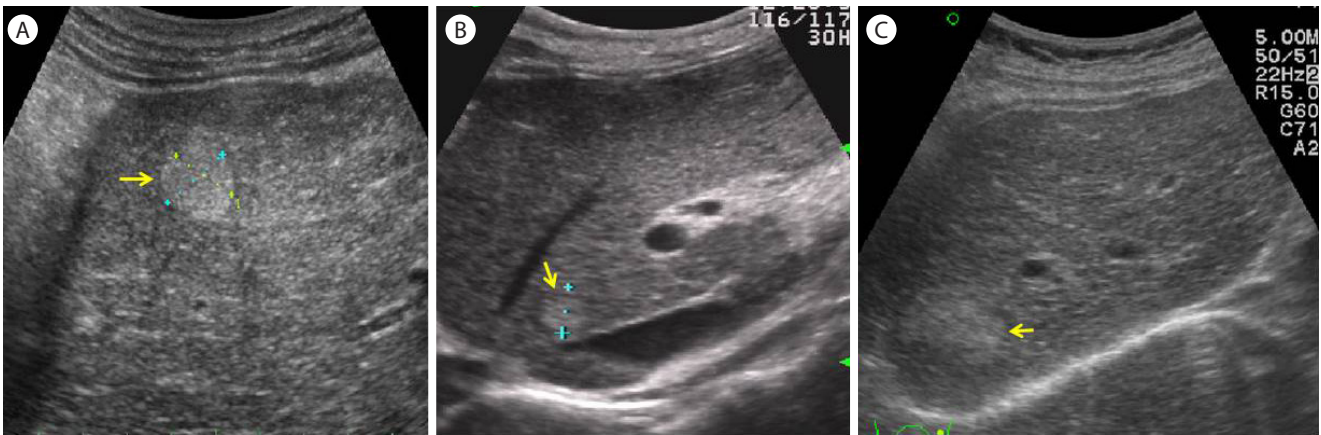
Ultrasonographic findings of hepatocellular carcinoma (HCC) having hyperechoic pattern: yellow arrows indicate each hyperechoic HCCs in (A), (B), (C).
